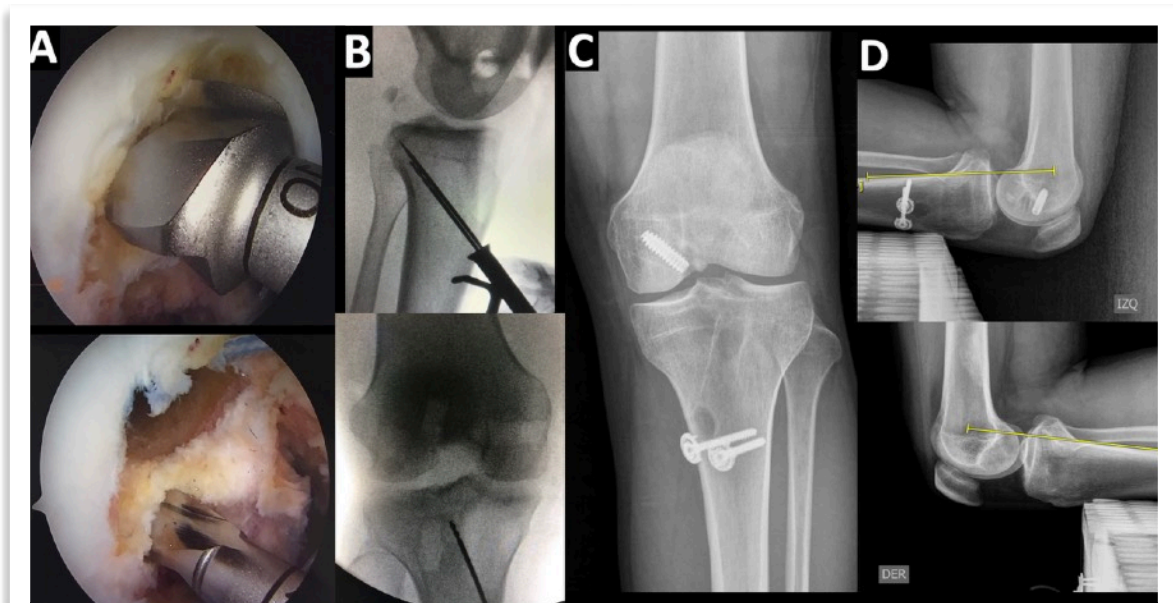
Reconstrucción LCP doble banda. A: Túnel BAL de 10mm separado de túnel BPM de 7mm por puente de 2 mm. B: Imagen radioscópica intraoperatoria mandatoria para localizar túnel de 11 mm hasta la huella en la tibia posterior. En este caso se usa guía de corrección que permite llegada al punto anatómico exacto en ambos planos. C: Radiografía de control postoperatoria que muestra tornillos metálicos con arandela para fijación independiente de ambas bandas en flexión de 90° y 0°. D: Radiografía de estrés arrodillada comparativa a los 6 meses post operatorio mostrando competencia de reconstrucción de LCP.
